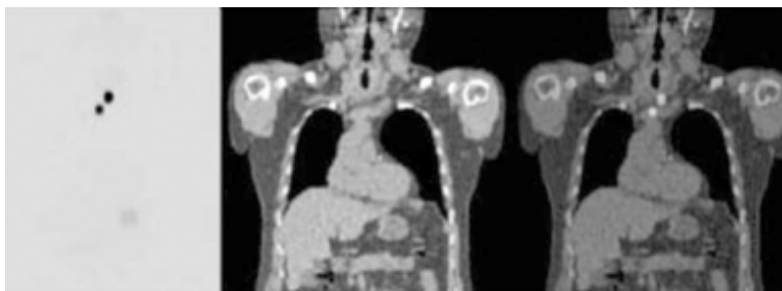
Система ПЭТ/КТ в диагностике рака щитовидной железы. Скан ПЭТ показывает наличие опухолей (3 и 5 мм, самая ранняя стадия, метастаз нет), но нет точной локализации. Скан КТ не обнаруживает никаких признаков опухоли. Скан ПЭТ/КТ – одновременное сканирование показывает наличие опухоли и точное расположение.
